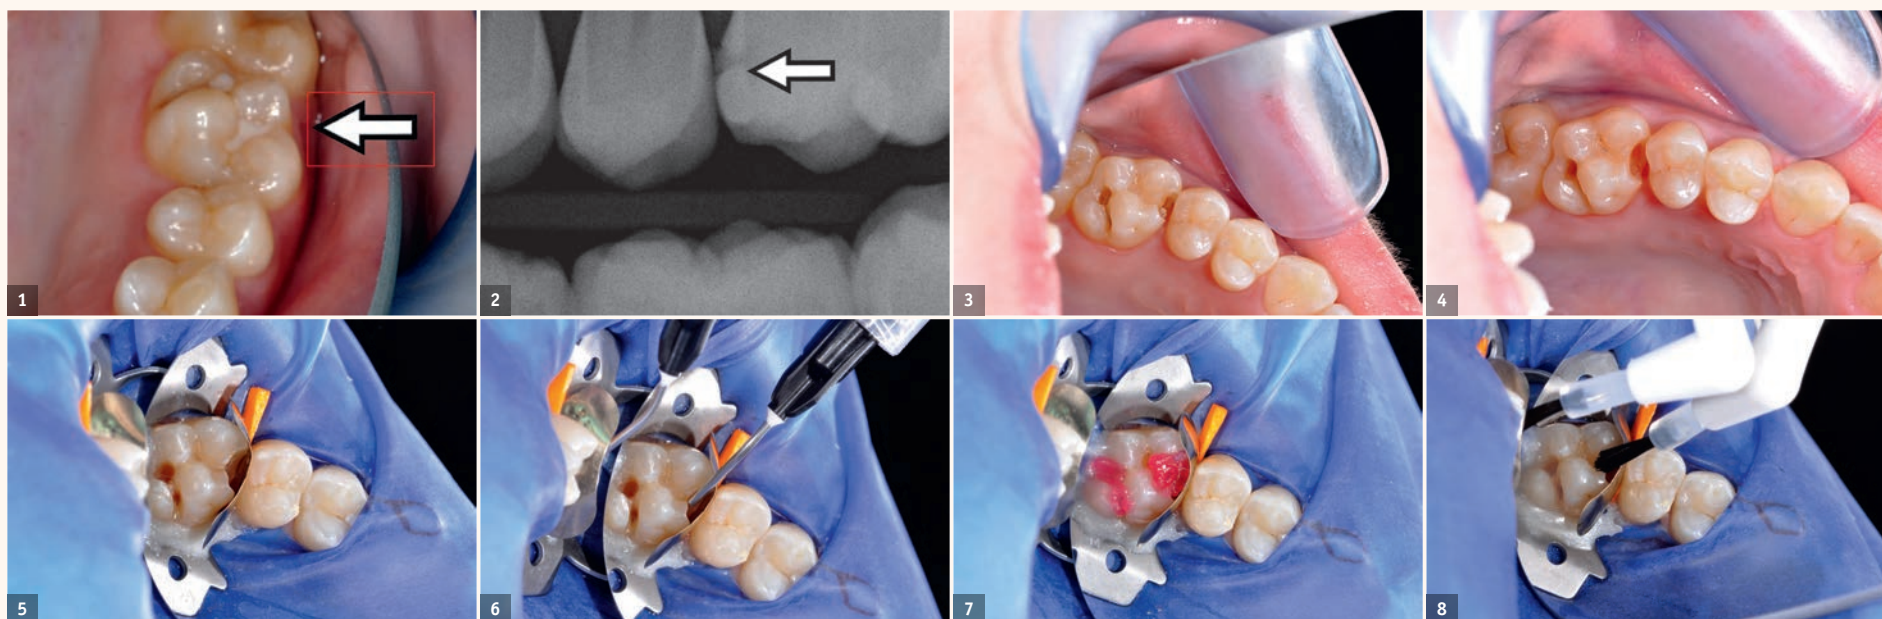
Situația inițială. — Fig. 2: Radiografie digitală. — Fig. 3: Sigilarea veche a fisurii este îndepărtată și este accesată leziunea carioasă. — Fig. 4: Excavarea cariilor. — Fig. 5: Montarea digii din cauciuc, matricei secționale și penei din lemn. — Fig. 6: Vârful pentru aplicarea gelului pentru gravare. — Fig. 7: Gelul de gravare este aplicat. — Fig. 8: Aplicarea NanoPaq Bond.
